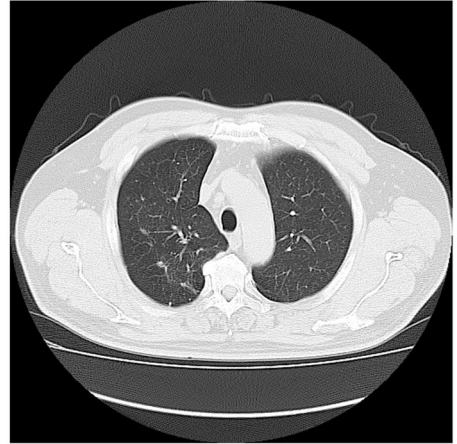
図 5 症例の CT 画像（大動脈弓部）
